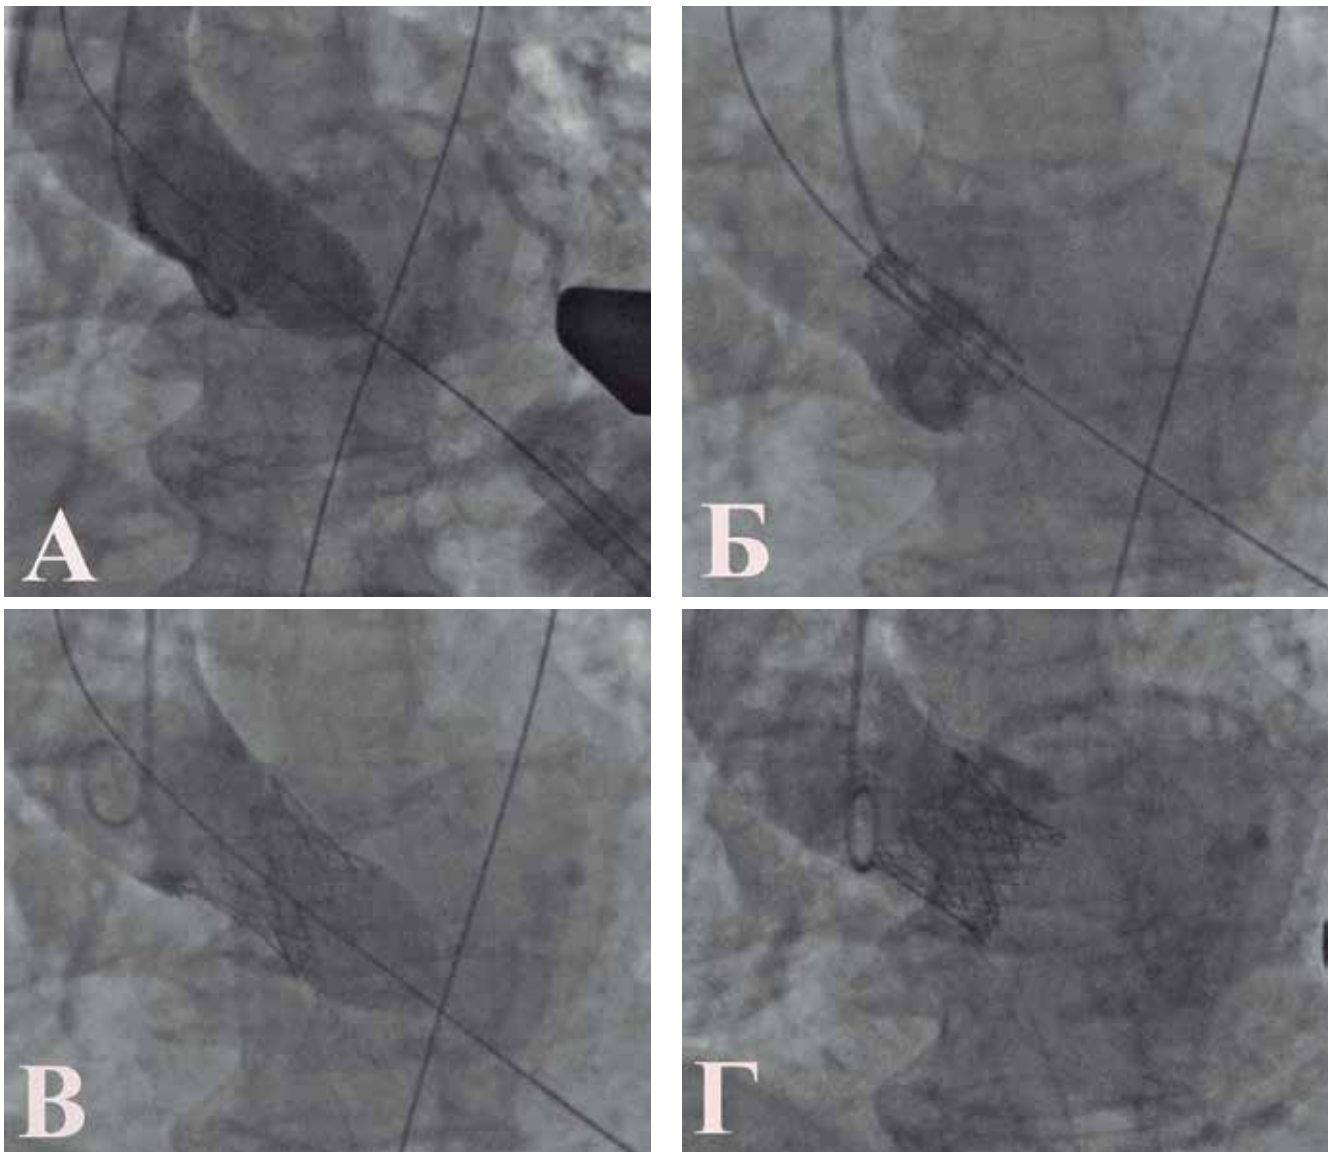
(А, Б, В, Г). Этапы операции: А — преддилатация аортального клапана баллонным катетером; Б — позиционирование протеза “МедЛаб-КТ”; В — имплантация протеза; Г — контрольная аортография, отсутствие аортальной регургитации, контрастирование коронарных артерий.
